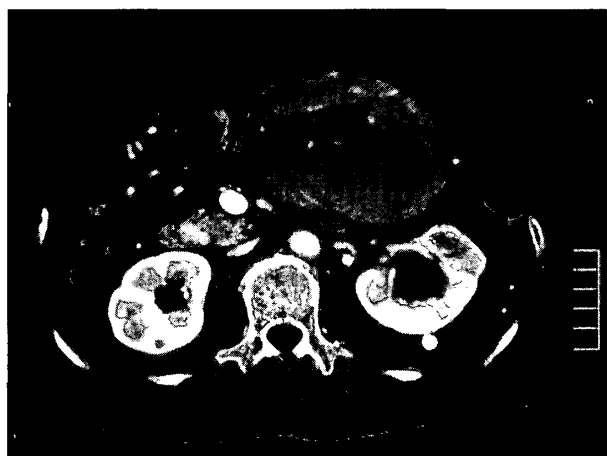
Abdominal CT scan on the first admission showed a large tumor located by the pancreas and left kidney.
